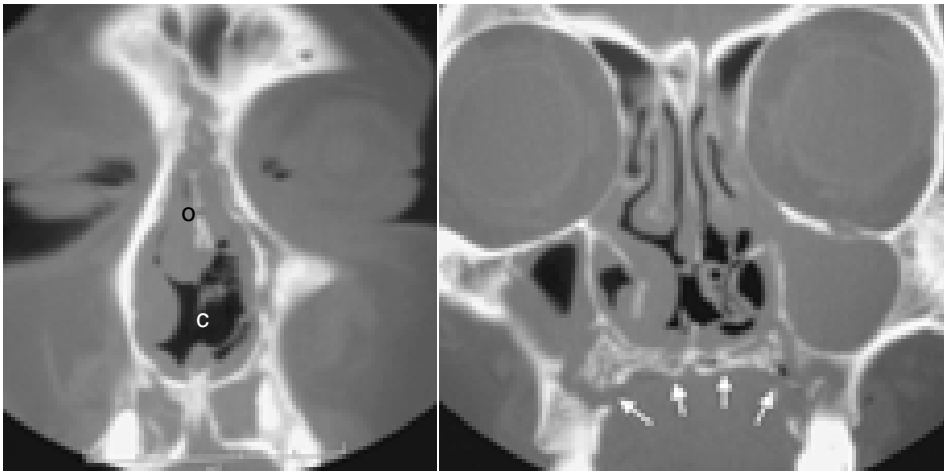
TC coronal. Linfoma angiocéntrico de células T que ha destruido totalmente al septum nasal cartilaginoso (c) y en forma discontinua al septum óseo (o) con infiltración irregular de la apófisis alveolar y paladar (flechas).
